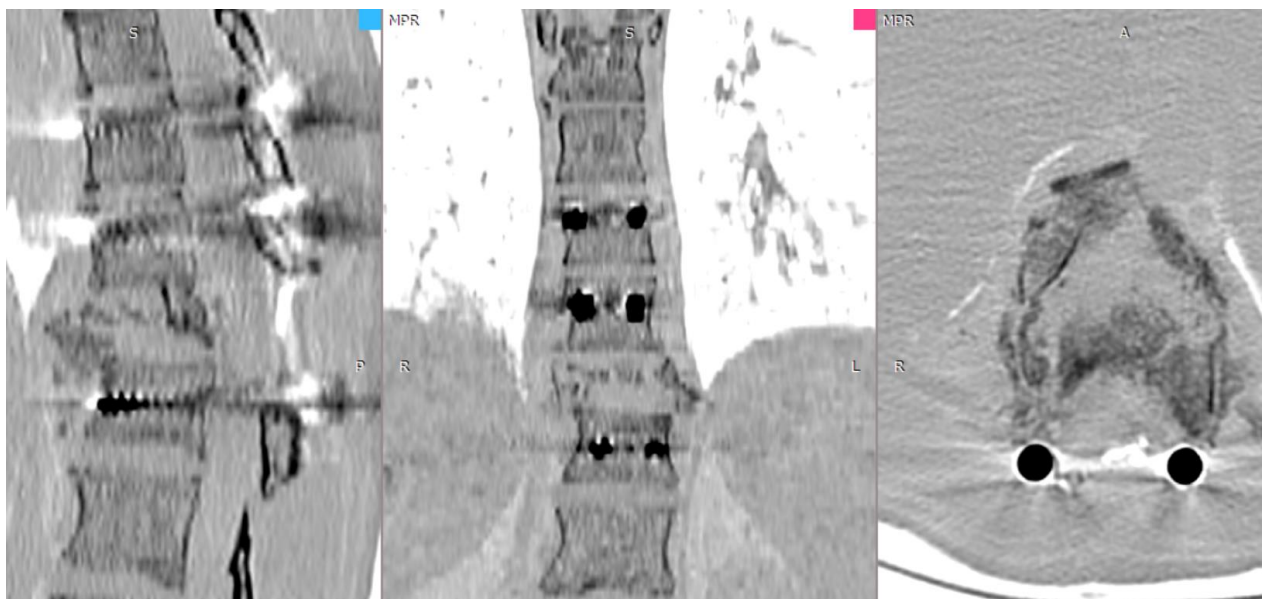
Контрольное СКТ-исследование больного П. после операции
